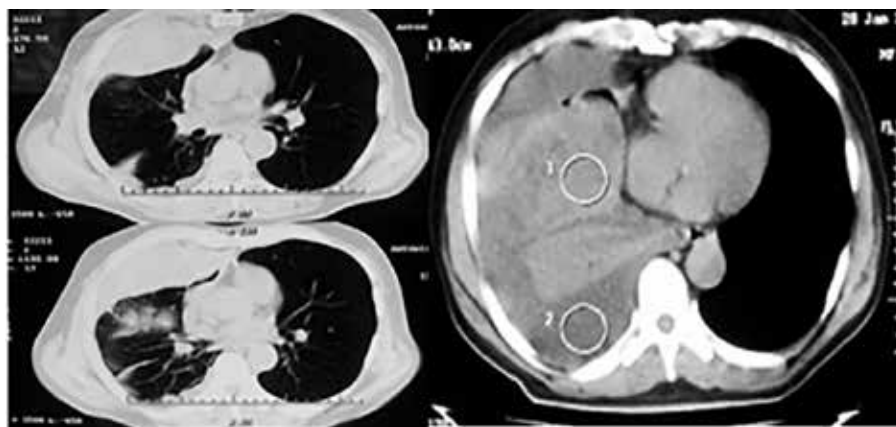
Tomografía computada: imagen de masa redondeada, homogénea de 33 mm x13,7 mm, que ocupa la base del pulmón derecho.
